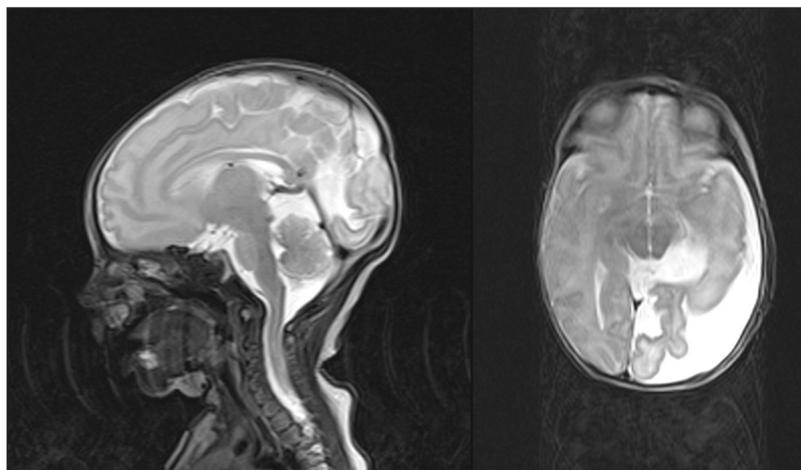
МРТ головного мозга на 9-е сутки после вентрикулосубгалеального шунтирования
